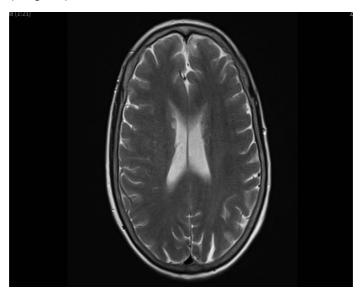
RMN cerebral con pequeño infarto lacunar en núcleo de caudado derecho.
